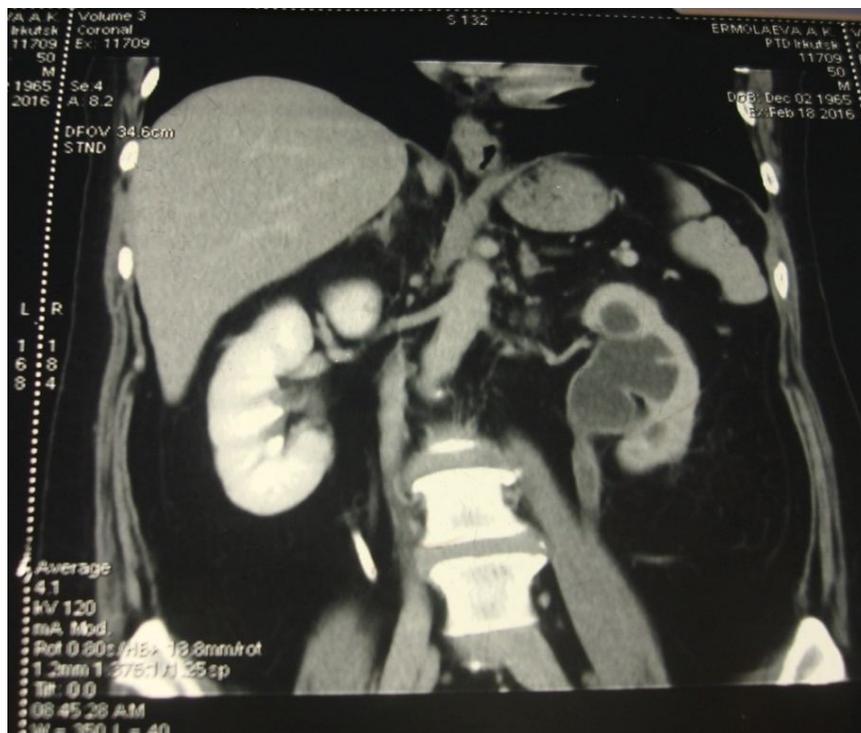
МСКТ почек больной Е. – гидронефроз, множественные каверны левой почки
